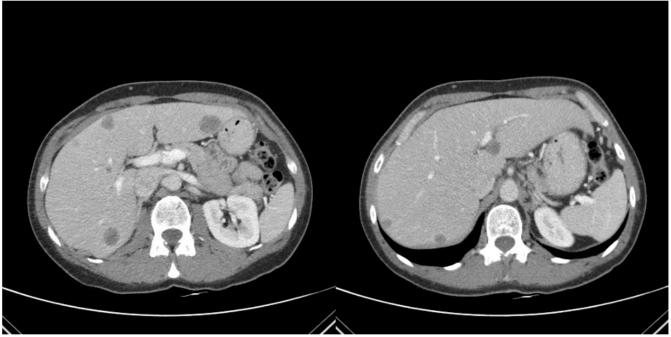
TC basal al diagnóstico realizado <u>el 15</u>/2/2019. Se aprecian múltiples lesiones en ambos <u>lobulos</u> hepáticos. Las de mayor tamaño en los segmentos III de 22 mm y segmento VI de 18 <u>mm.</u>
